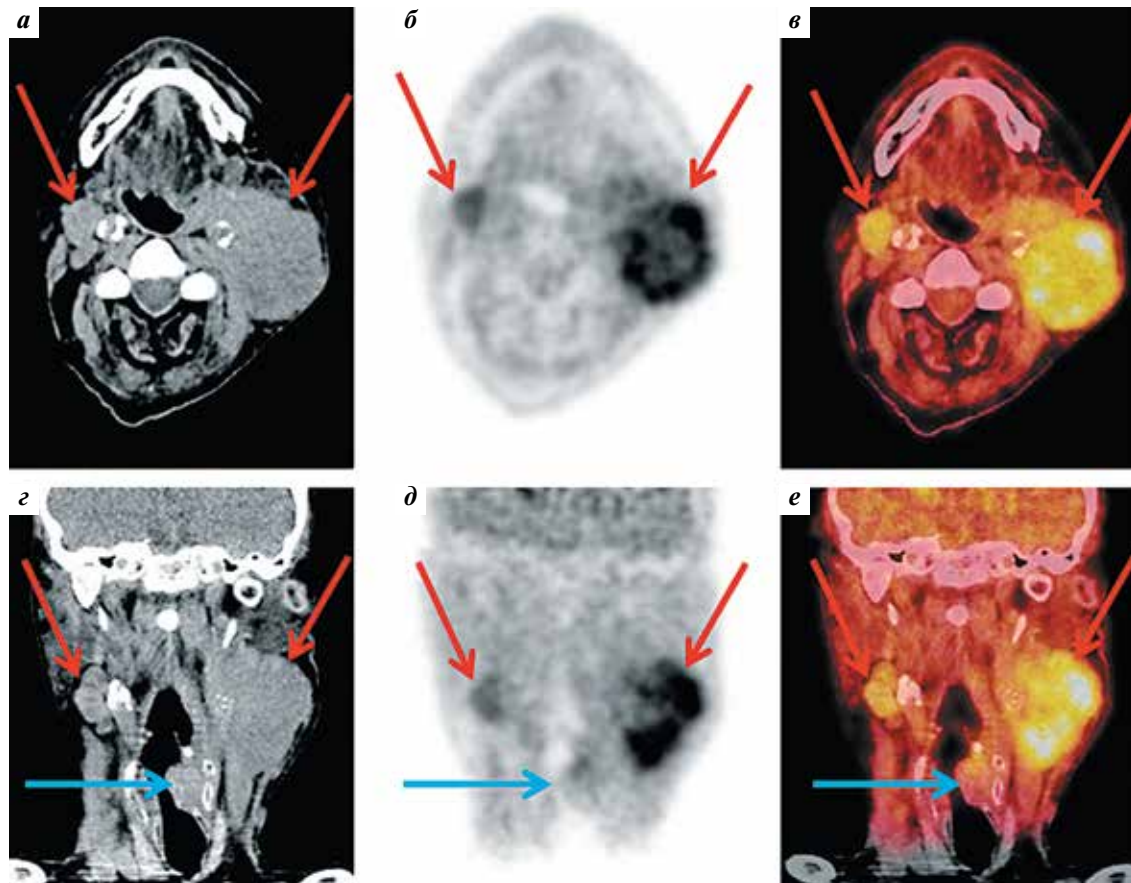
Плоскоклеточный рак гортаноглотки. Исследование в аксиальной (а–в) и фронтальной (г–е) проекциях: а, г – компьютерная томография; б, д – позитронная эмиссионная томография с ^{18}F -фтормизонидазолом (^{18}F -FMISO); в, е – позитронная эмиссионная томография с ^{18}F -FMISO, совмещенная с компьютерной томографией. Конгломераты лимфатических узлов шеи (красные стрелки) с повышенным накоплением ^{18}F -FMISO, свидетельствующим о гипоксии опухолевой ткани. Образование гортаноглотки слева с низким уровнем накопления ^{18}F -FMISO (синие стрелки) с деформацией просвета
